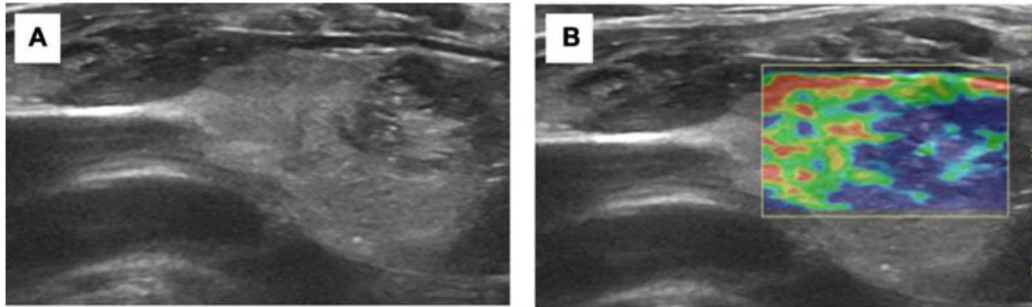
Ultrassonografia da tireoide (A), Doppler (B) e elastografia (C)
